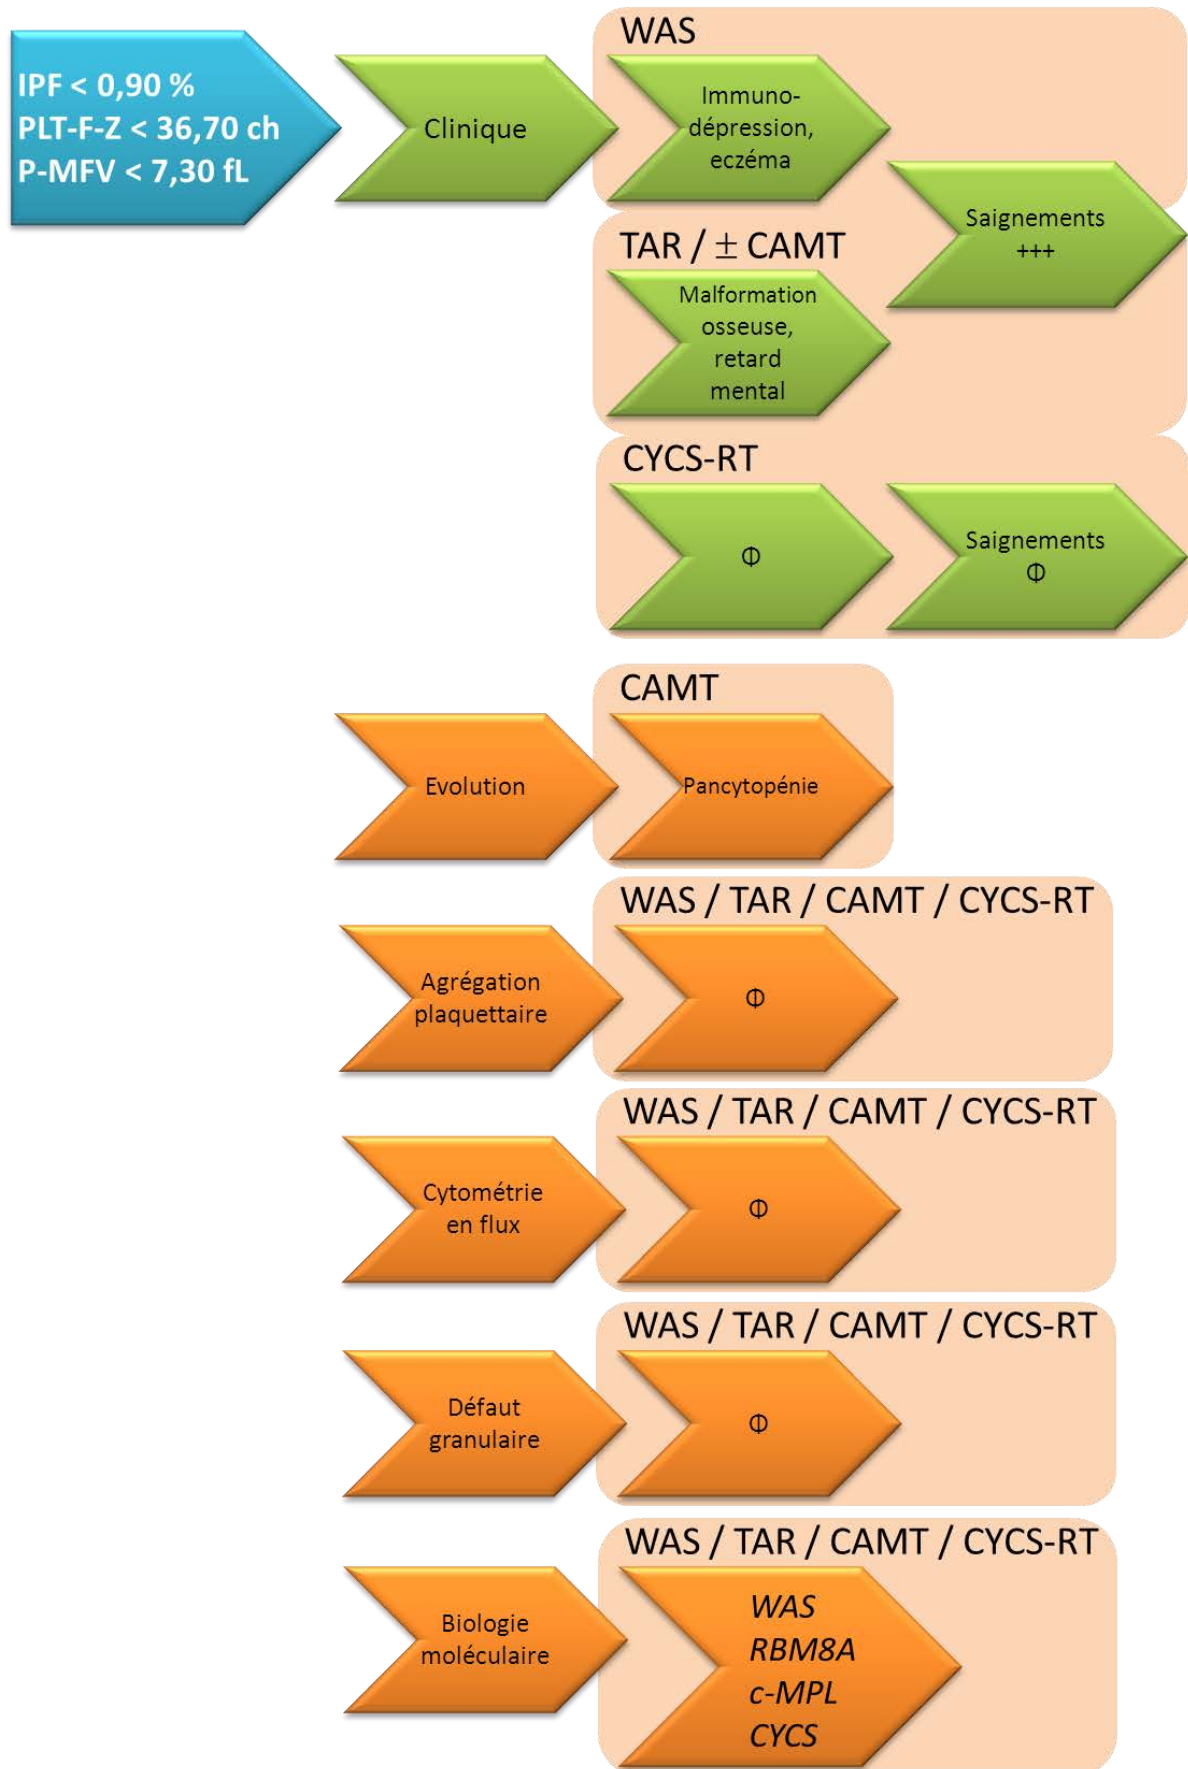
Arbre diagnostique des TC à plaquettes de petite taille.
